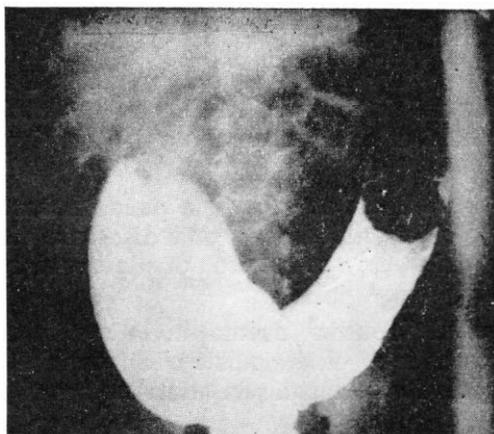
Radiografía contrastada con enema baritado, en un caso de invaginación colócica pura, primitiva, obteniéndose la reducción incurrente de la misma.
